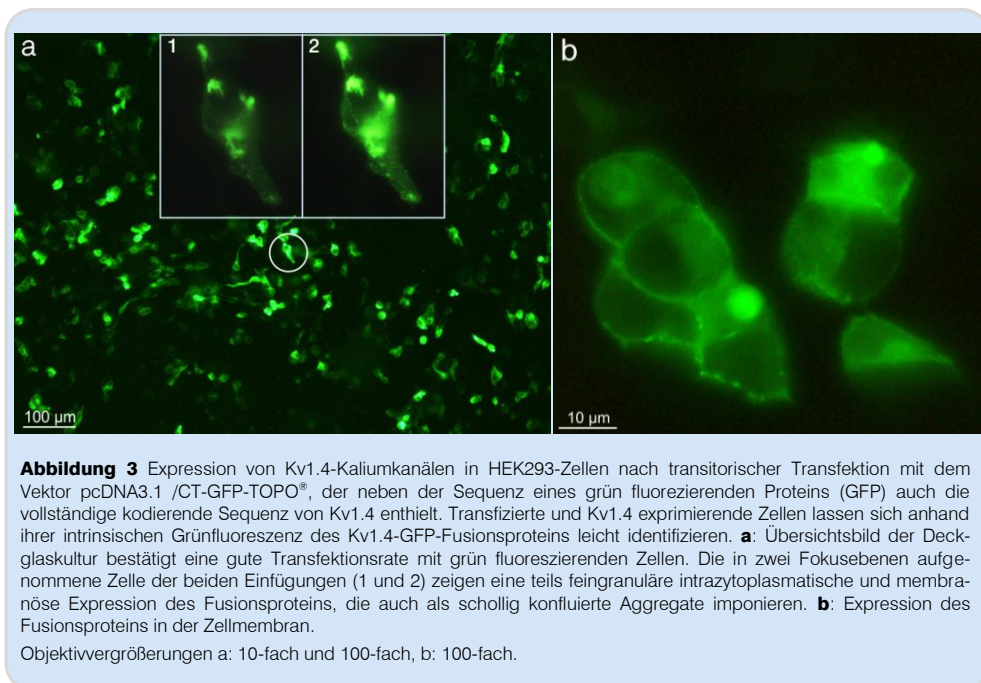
Expression von Kv1.4-Kaliumkanälen in HEK293-Zellen nach transitorischer Transfektion mit dem Vektor pcDNA3.1 /CT-GFP-TOPO[®], der neben der Sequenz eines grün fluoreszierenden Proteins (GFP) auch die vollständige kodierende Sequenz von Kv1.4 enthielt. Transfizierte und Kv1.4 exprimierende Zellen lassen sich anhand ihrer intrinsischen Grünfluoreszenz des Kv1.4-GFP-Fusionsproteins leicht identifizieren. a: Übersichtsbild der Deckglaskultur bestätigt eine gute Transfektionsrate mit grün fluoreszierenden Zellen. Die in zwei Fokusebenen aufgenommene Zelle der beiden Einfügungen (1 und 2) zeigen eine teils feingranuläre intrazytoplasmatische und membranöse Expression des Fusionsproteins, die auch als schollig konfluente Aggregate imponieren. b: Expression des Fusionsproteins in der Zellmembran.
